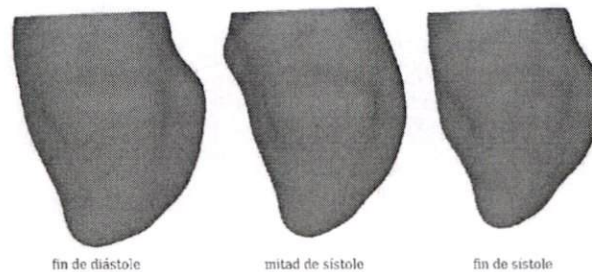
Modelo de simulación a partir de imágenes de Resonancia Magnética. (Tomado de Computers in Cardiology 2005, 32:804)
